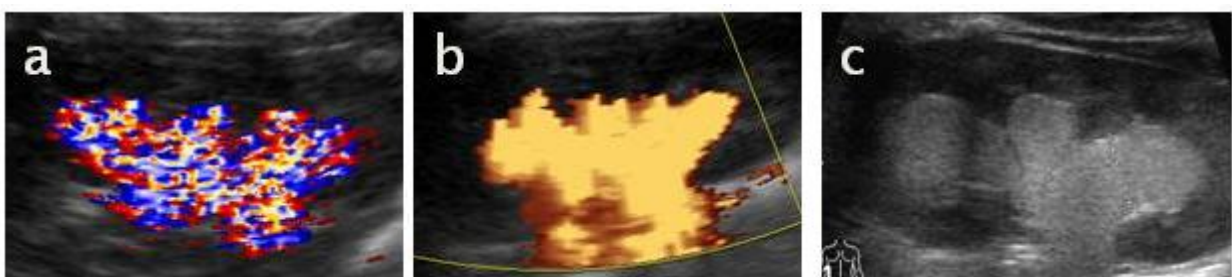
Reflux mit ausgeprägtem Übertritt von Ultraschallkontrastmittel (SonoVue®) in das erweiterte Nierenbecken und die Kelche, dargestellt in der FKDS (a), im Power-Doppler- Modus (b) und im B-Bild (c)
